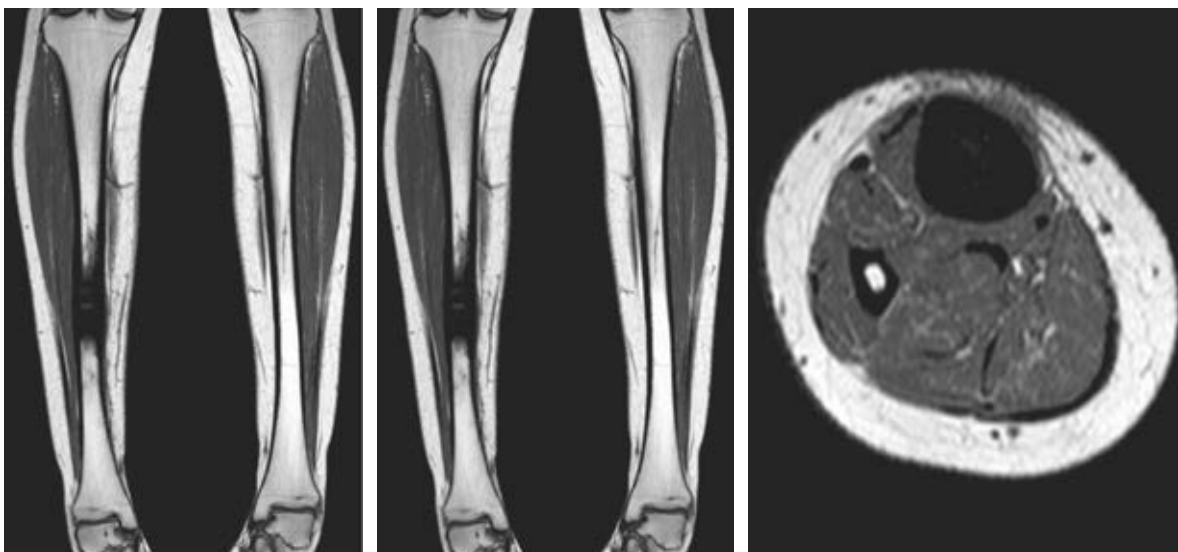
Cortes coronales y sagitales de la resonancia magnética en los que se muestra lesión homogénea intraósea en tibia derecha.
